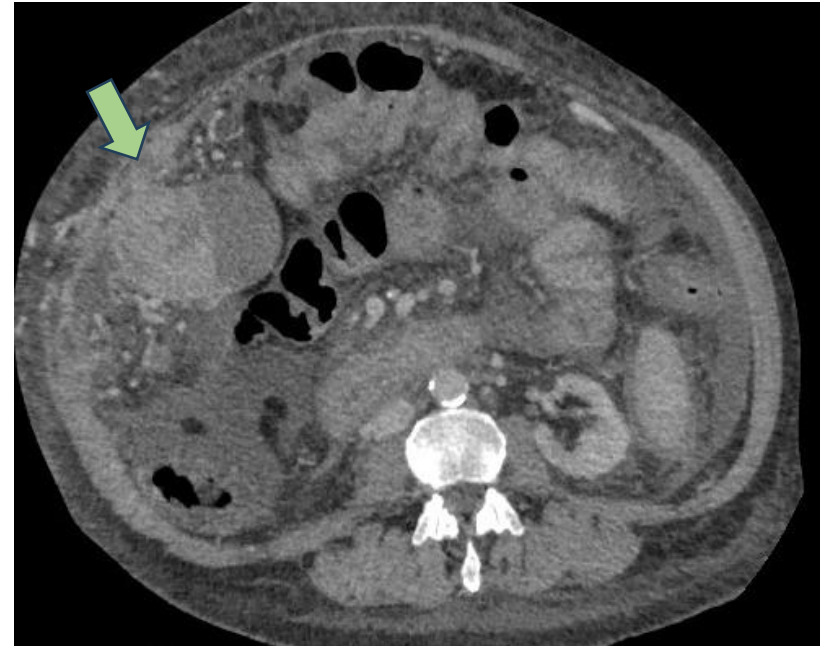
TC con reconstrucción axial que muestra un implante peritoneal (flecha), adyacente a la pared abdominal, en un paciente que se sometió a un trasplante de hígado, sin lesiones en el injerto
